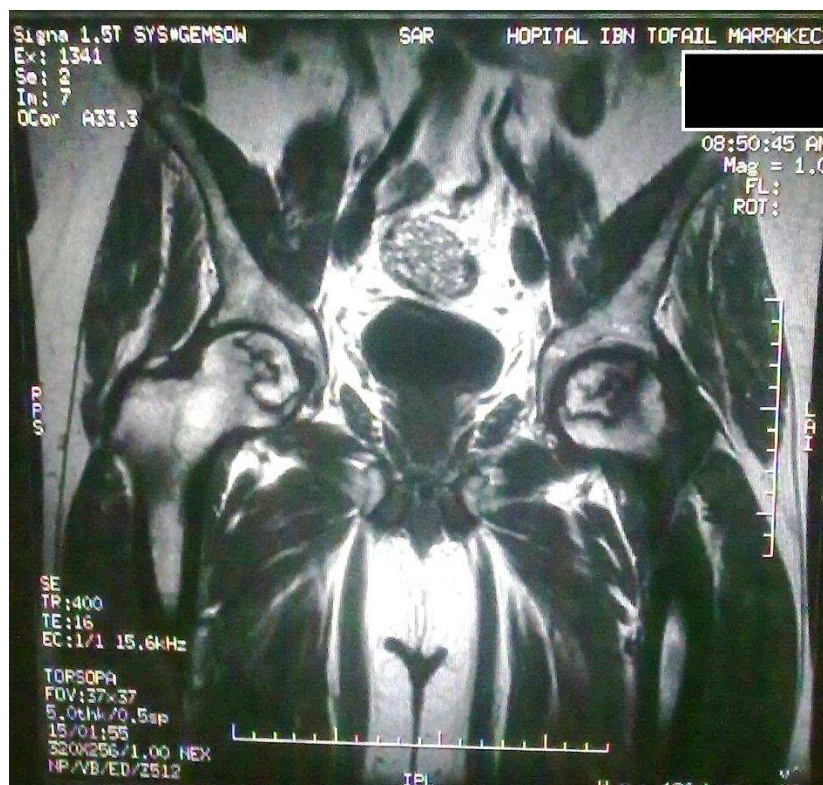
IRM des hanches du patients n°10
